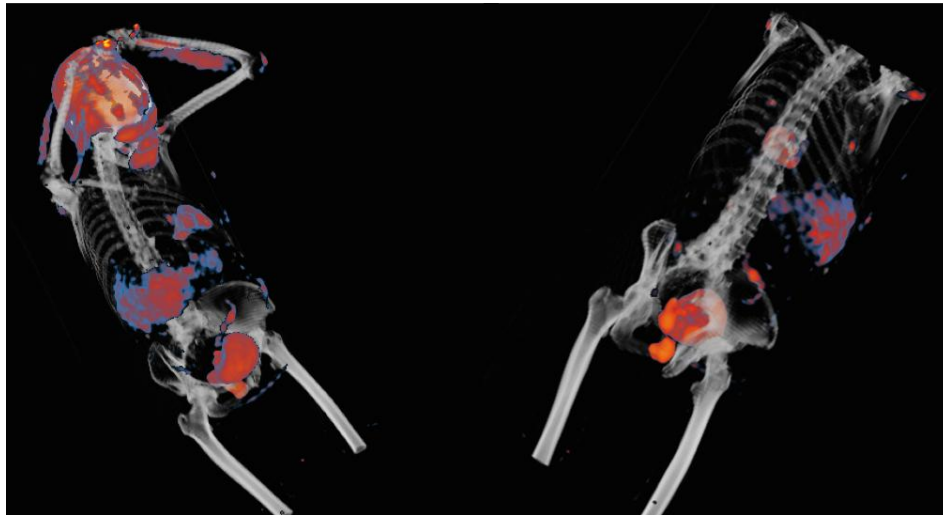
Vistas genéricas 3D do estudo PET/CT. Realce para uma melhor discriminação visual das zonas tumorais e bexiga
